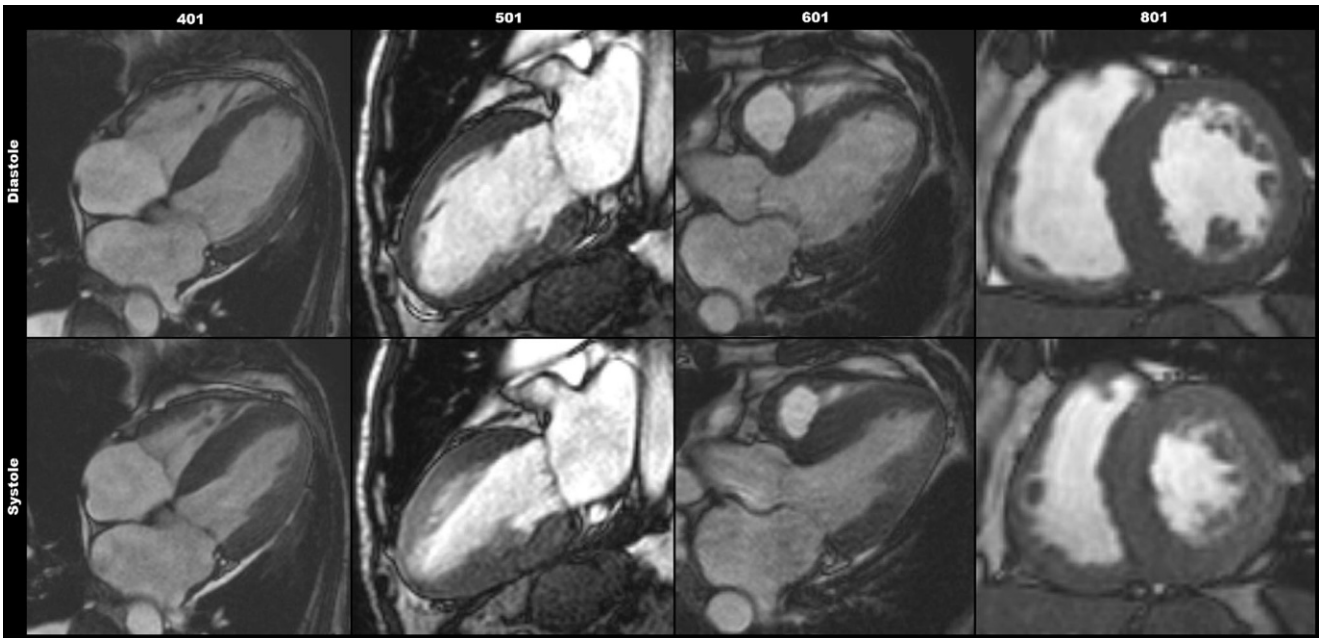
▲ Kardio-MRT (Magnetresonanztomographie). Betrachten Sie zunächst die Sequenzen 401, 501, 601 und 801. Es handelt sich um Cine-Sequenzen in den 3 langen Achsen sowie der kurzen Achse. Es zeigt sich nun deutlicher, dass die Hypokinesie v. a. die basalen Abschnitte und die Hypertrophie v. a. das Septum betrifft. Zudem zeigen sich ein geringer Perikarderguss und Pleuraergüsse beidseits
